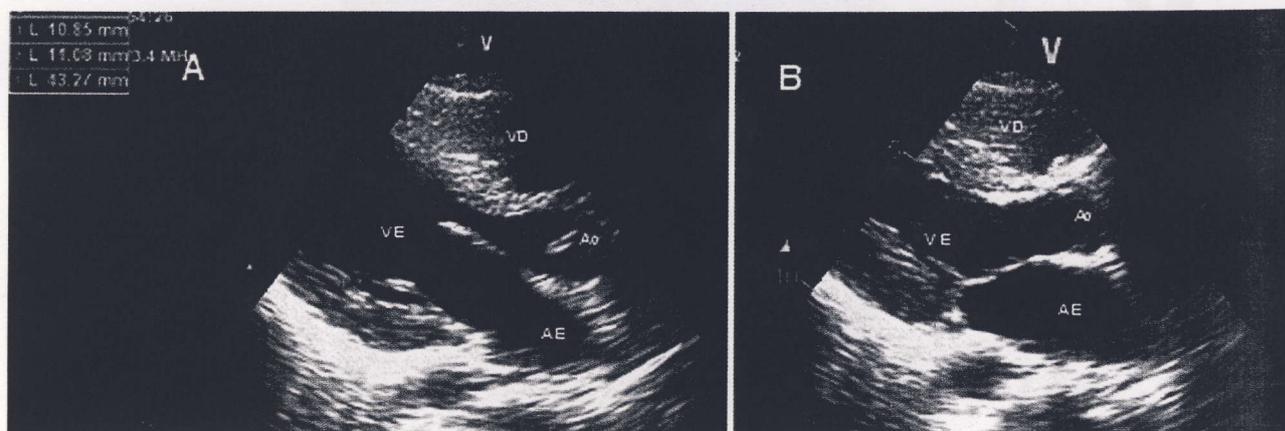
Ecocardiograma transtorácico plano paraesternal longo eixo, em diástole (A) e sístole (B), mostrando VE não dilatado, não hipertrofiado, função sistólica conservada e sem valvulopatia estrutural. AE: aurícula esquerda; Ao: aorta; VD: ventrículo direito; VE: ventrículo esquerdo.
